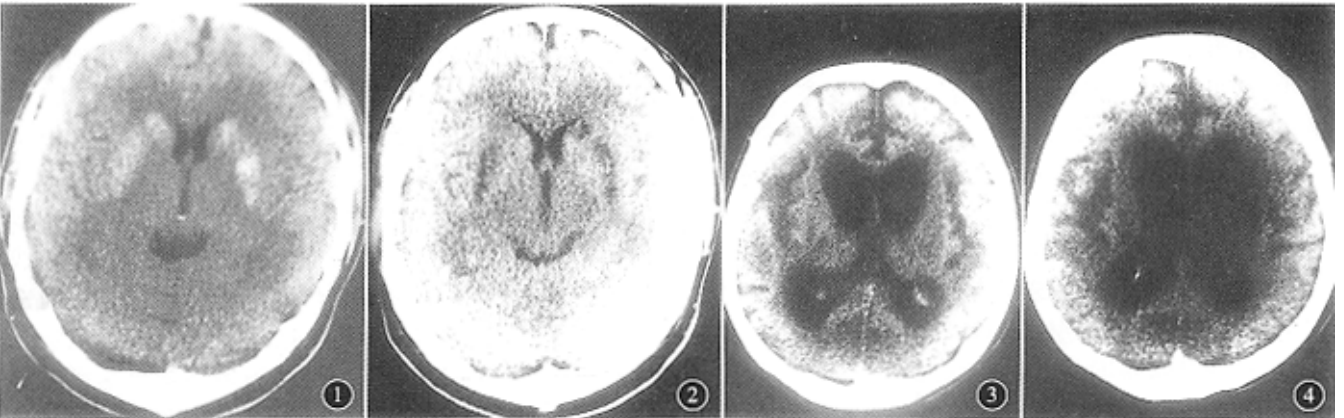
CT 平扫显示:双侧尾状核、豆状核对称性密度增高,密度均匀,边界清晰 图 2 同图 1 病例,1 月后 CT 平扫。双侧基底节区见长条状对称性密度减低,边界清晰 图 3,4 CT 平扫显示双侧基底节—放射冠区对称性密度减低,脑室系统明显扩大,脑沟裂增宽
